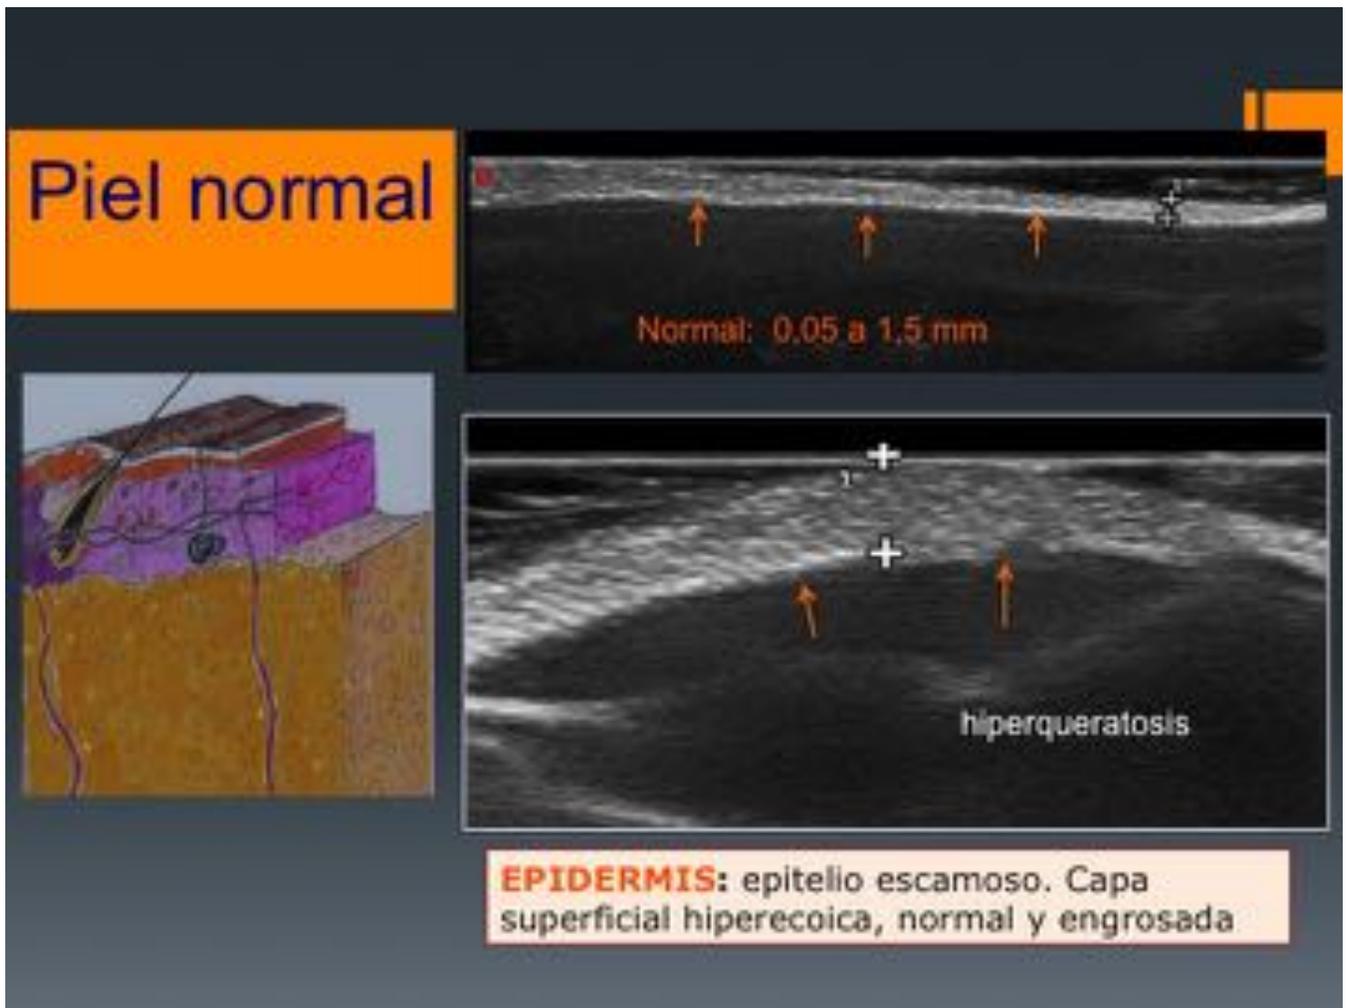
Ecografía de la epidermis
